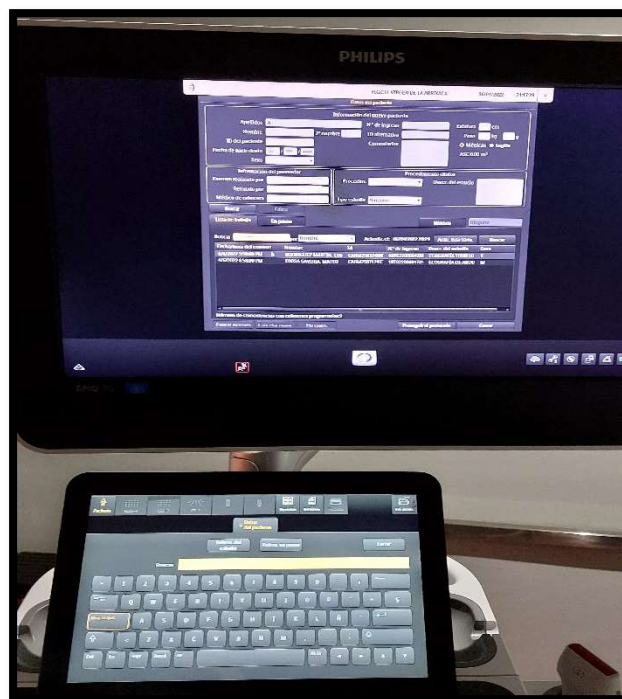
Equipo Philips EPIQ Premium ultrasound System.
